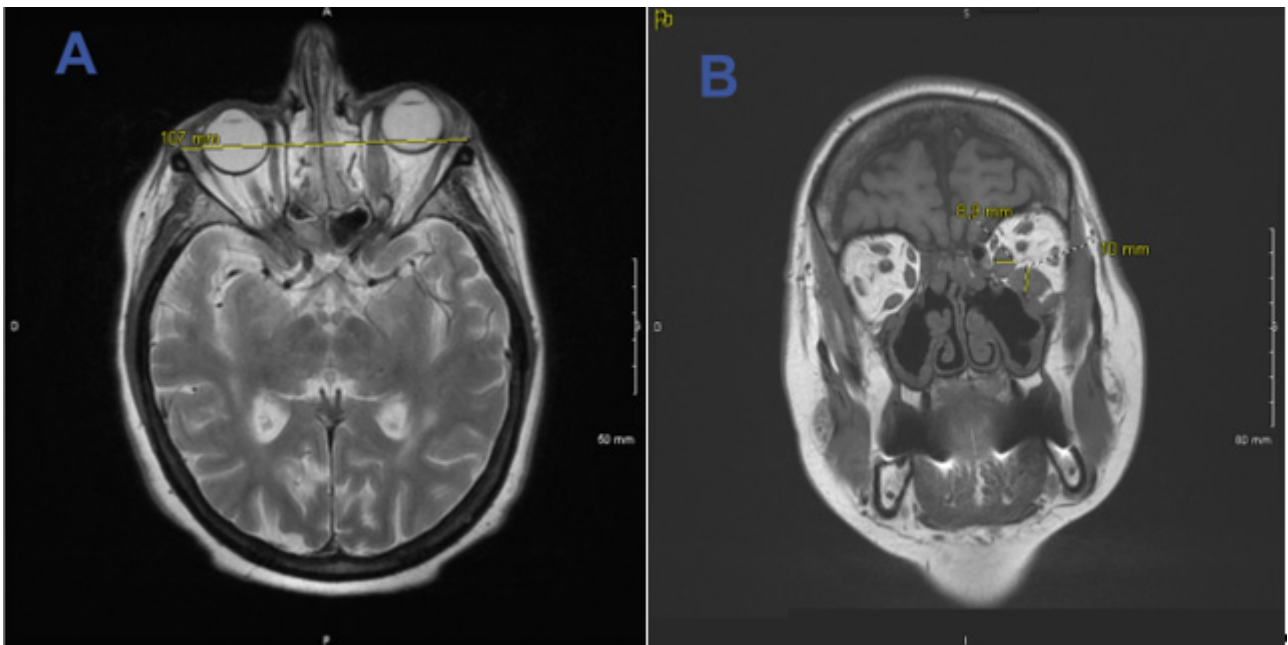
IRM cérébrale objectivant :A) Une exophtalmie gauche stade 1. B) Hypertrophie du muscle droit inférieur et du droit interne gauche
